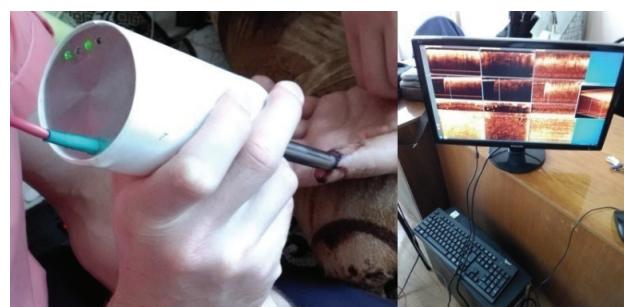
Визуализация микрососудистой сети с использованием оптической когерентной томографии
